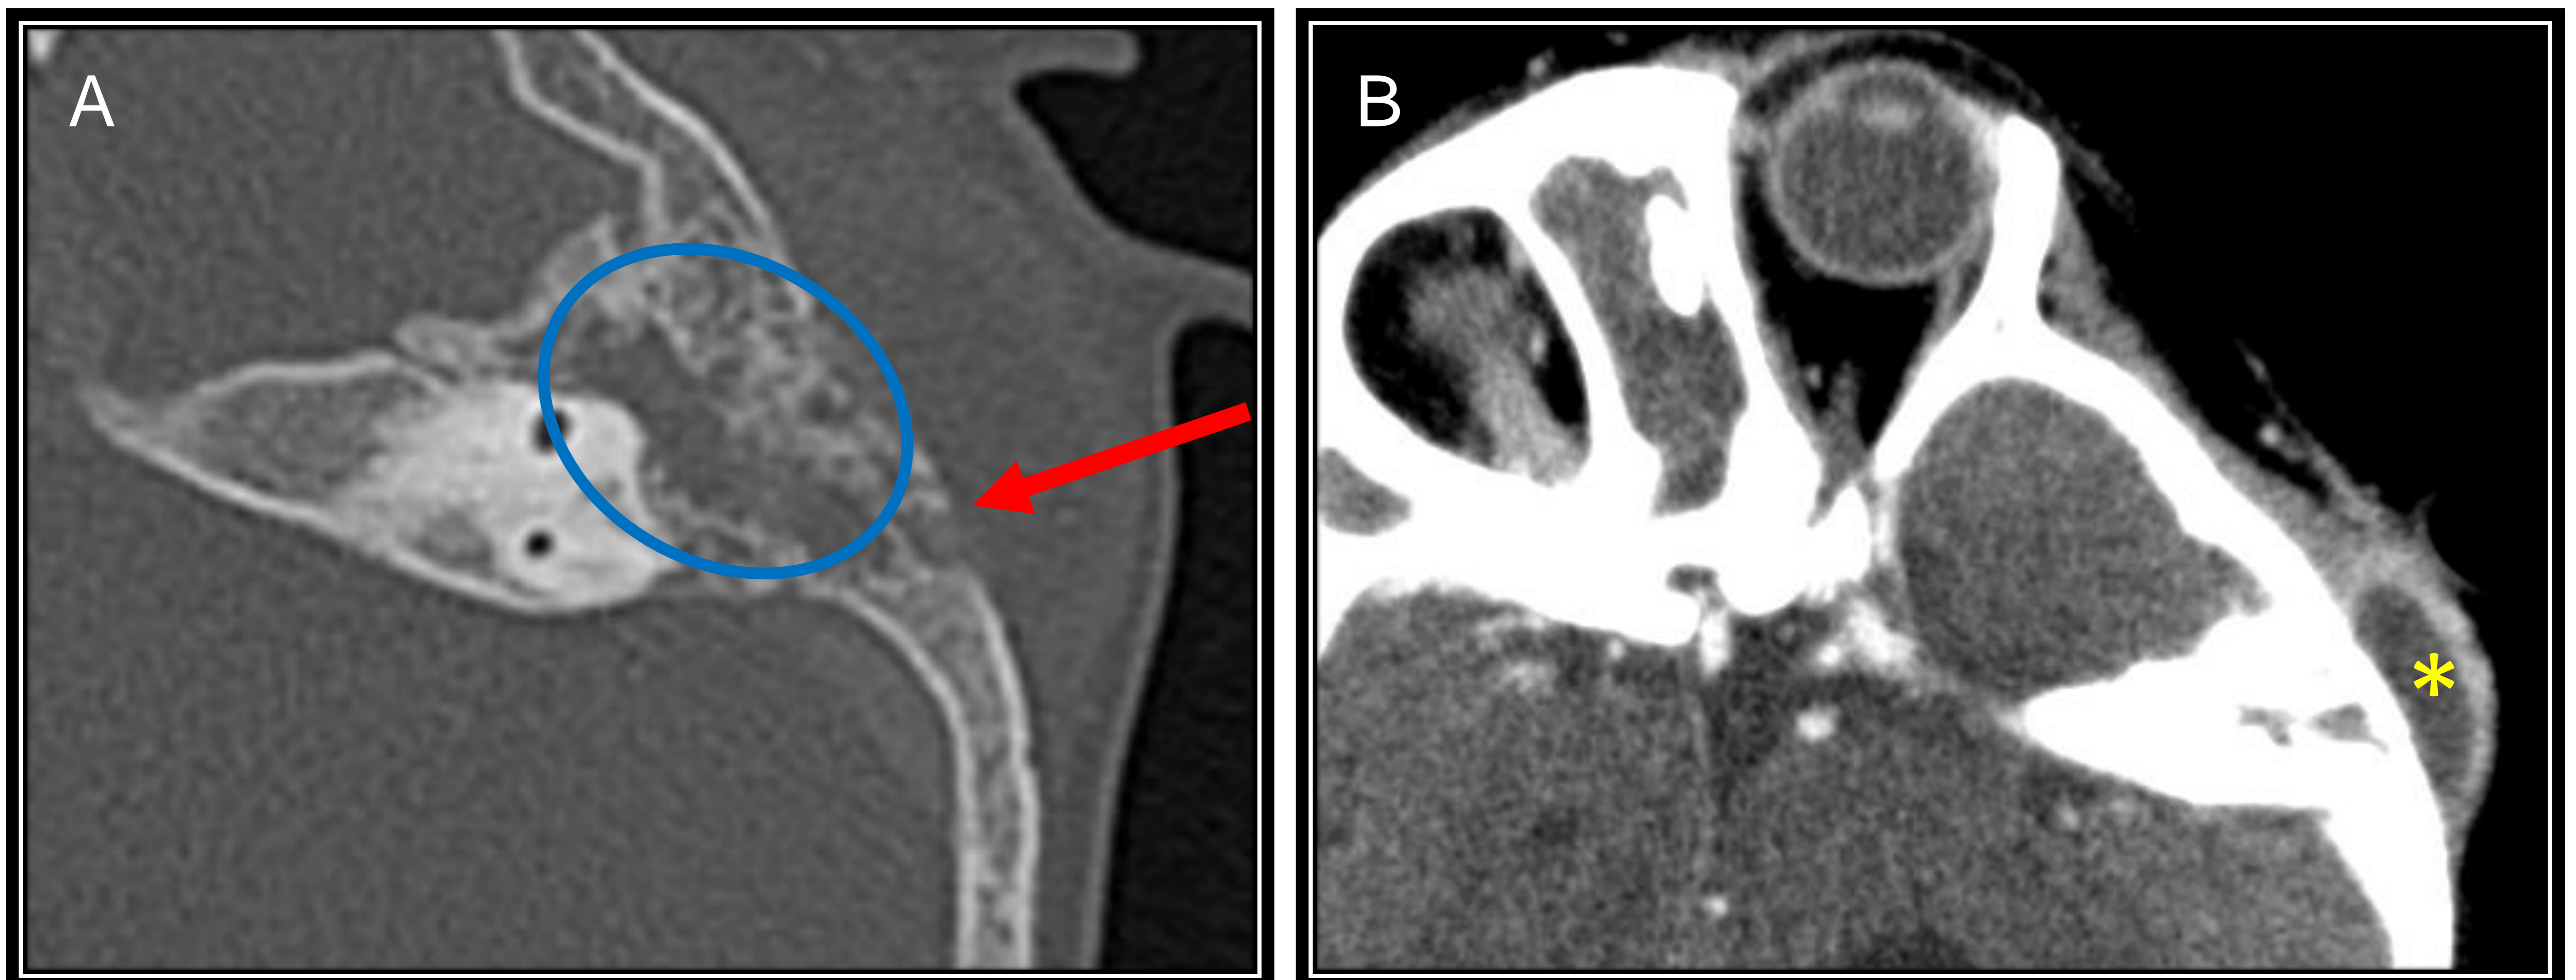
TC de cráneo con contraste intravenoso, ventana ósea (A) y de partes blandas (B). Lactante de 18 meses con ocupación de celdillas mastoideas Izquierdas (elipse) con erosión de la cortical ósea externa (flecha) y absceso subperióstico mastoideo (asterisco).
